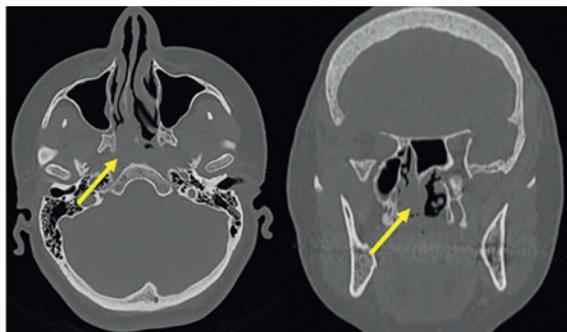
Компьютерная томография пациентки до операции. Стрелками отмечена опухоль в задних отделах нижней и средней носовых раковин справа.
